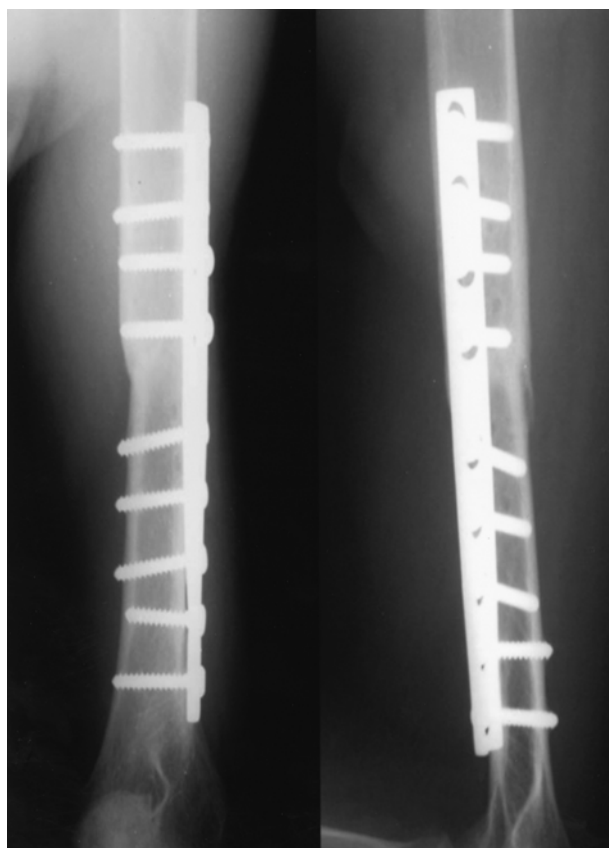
Anteroposterior and lateral radiographs 17 months after operation showing solid union and radial nerve function was also recovered completely.
